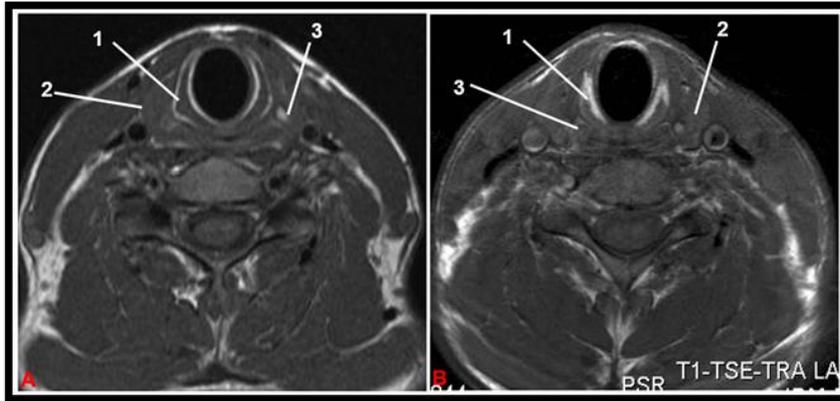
Coupes axiales pondérées T1 passant par la sous glotte (A : IRM 1.5T ; B : IRM 3T ; 2 patients différents) (40,41).
